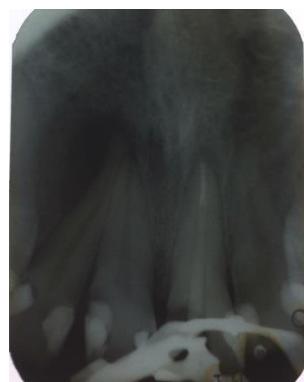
radiografia após a desobstrução do conduto radicular - (Fonte: arquivo pessoal)
